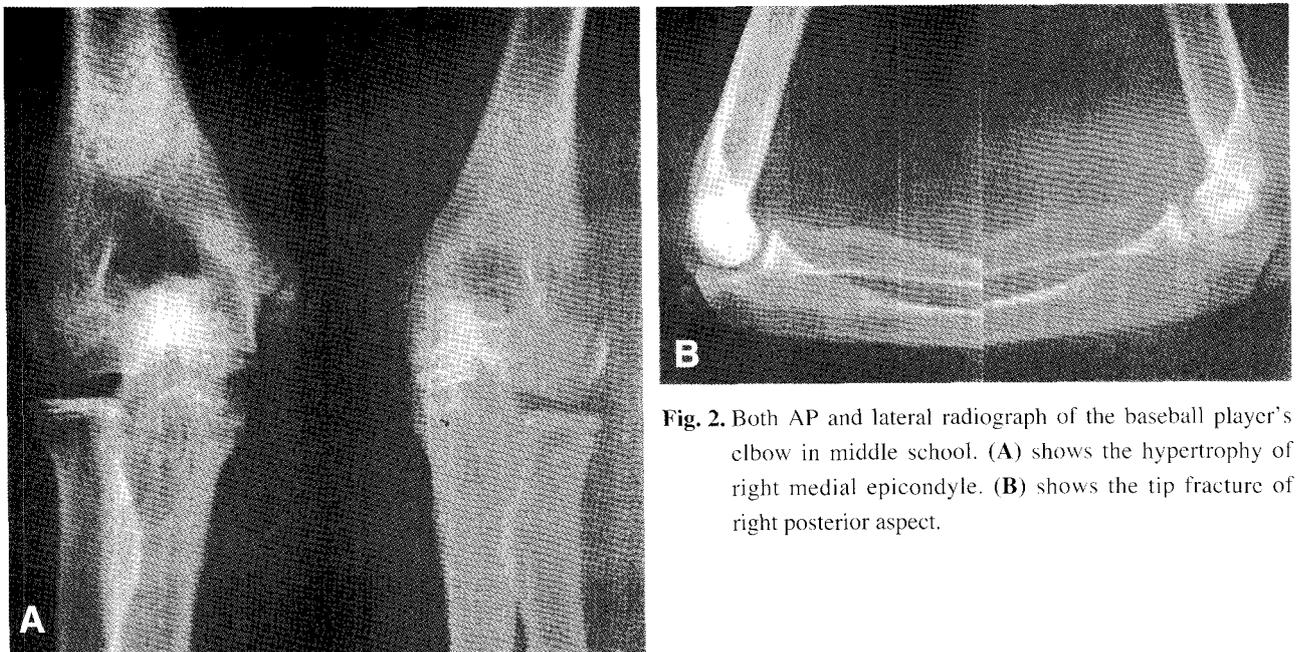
Both AP and lateral radiograph of the baseball player's elbow in middle school. (A) shows the hypertrophy of right medial epicondyle. (B) shows the tip fracture of right posterior aspect.
